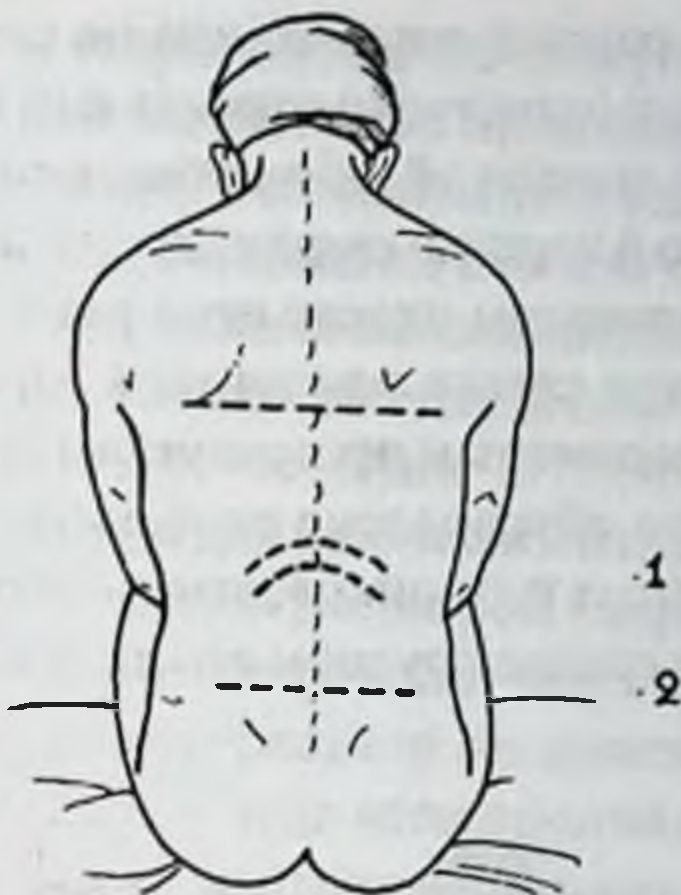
Положение больного при пункции эпидурального или субарахноидального пространства (по В.С.Щелкунову) и анатомографические ориентиры: 1 – остистый отросток T_{12} ; 2 – заднегребешковая линия, на уровне L_{IV} .
